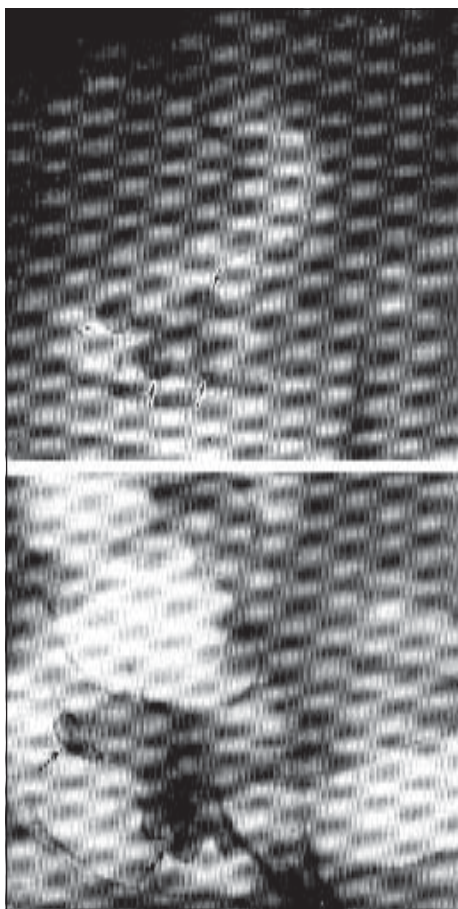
Групові поліпи сигмоподібної кишки. Рентгенограма.
